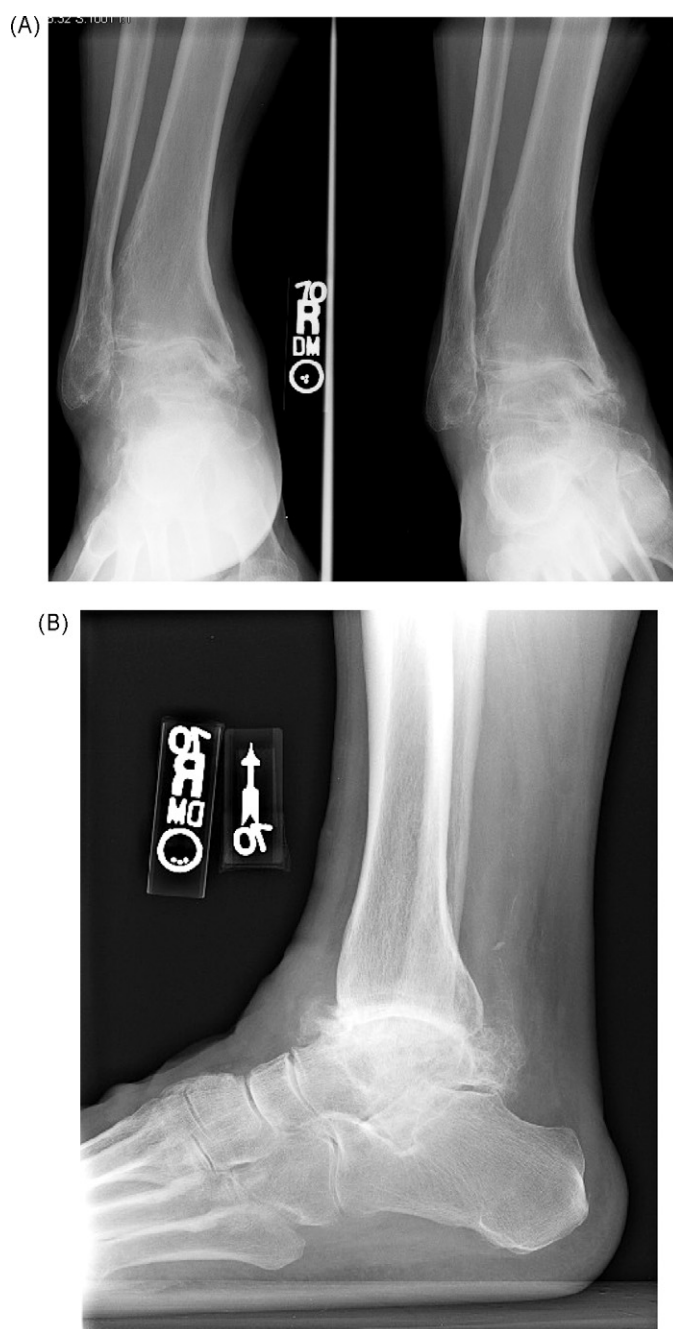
Vues antéropostérieure (A) et latérale (B) des radiographies avant injection de la cheville du patient n° 1: la radiographie de la cheville droite montre un gonflement stable des tissus mous recouvrant la malléole médiale; un pincement marqué de l'articulation tibiotarsale médiale avec des modifications hypertrophiques dégénératives de l'articulation entre la malléole médiale et le talus; des modifications hypertrophiques de l'articulation du talus et du péroné distal; varus angulation de l'articulation tibiotarsale; exostose proéminente de la partie postérieure du talus et compression du talus tel que sur la vue latérale.
